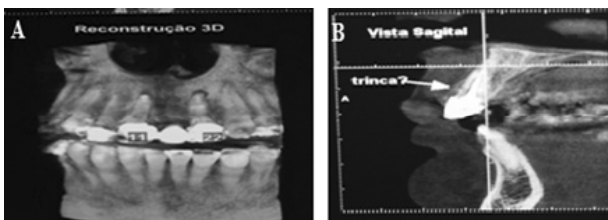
Reconstrução de imagem em 3D através de tomografia computadorizada evidenciando comprometimento das unidades dentais 1.1 e 2.2. Em (A): vista frontal das unidades; em (B) estruturas adjacentes da unidade 1.1 vistas por corte sagital.
